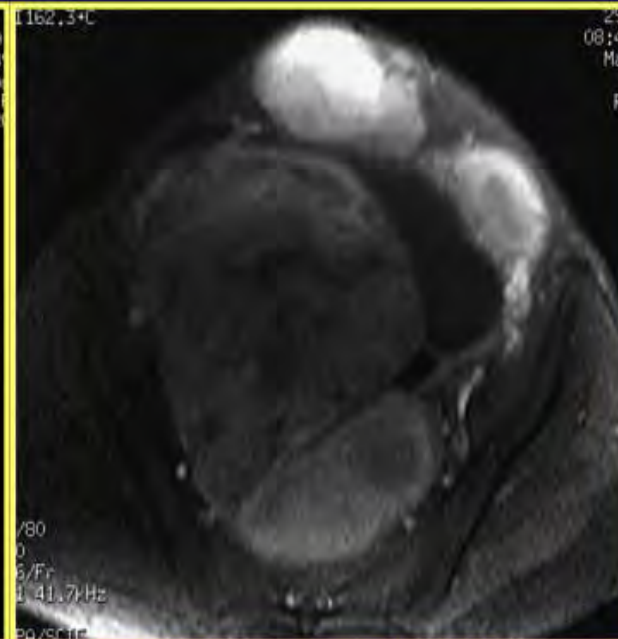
IRM coupe axiale T1+ Gado
